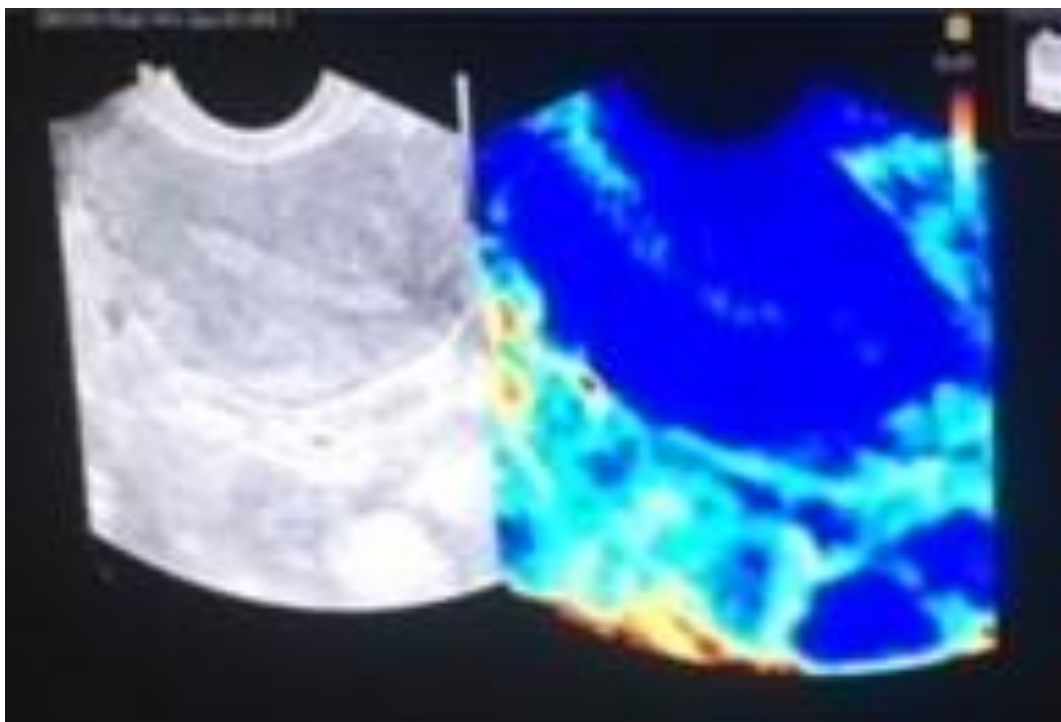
УЗИ эластография эндометрия: синяя окраска со светлыми вкраплениями при гипоплазии эндометрия
